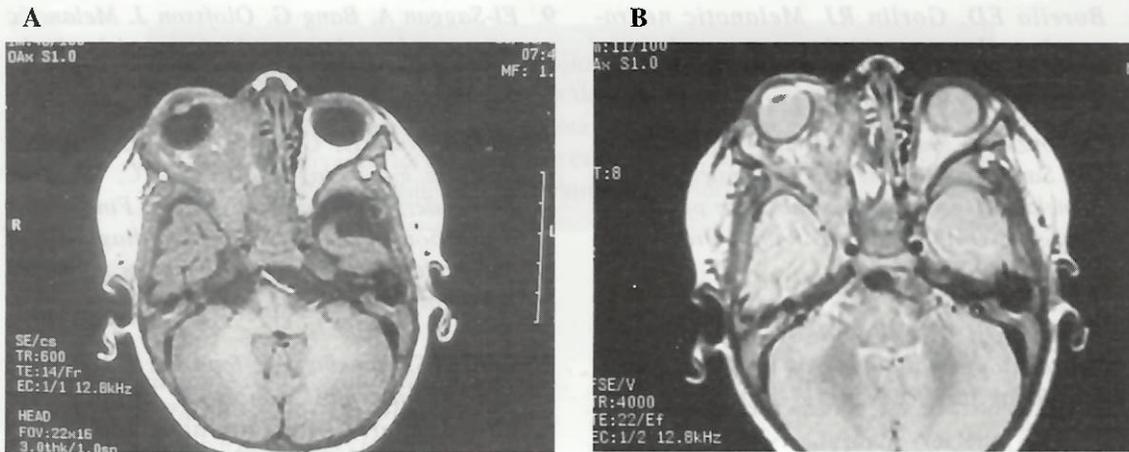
Imágenes por Resonancia Magnética (Estudio postquirúrgico): A: Imagen axial T1 con contraste y B: Densidad de Protones. Se demuestra prolongación de la masa hasta el ápex orbitario con extensión directa hacia la fosa craneal anterior y media con compromiso del ala mayor del esfenoides y eventualmente compromiso del seno cavernoso derecho.
